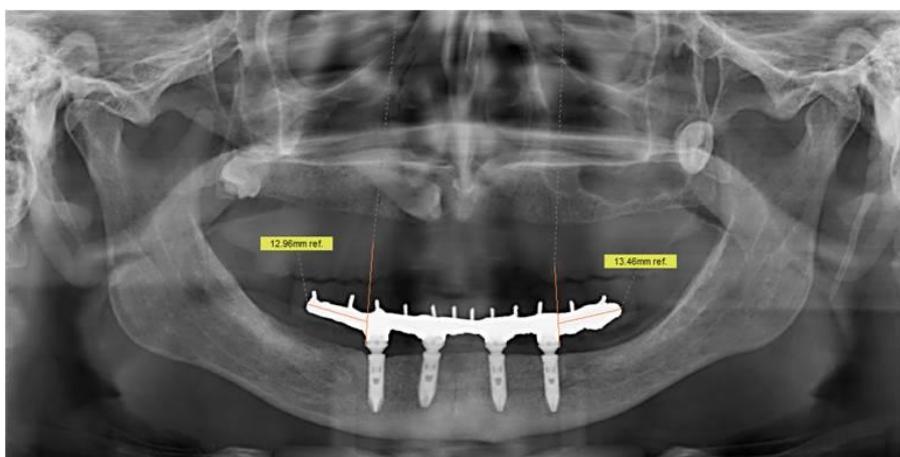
Radiografia panorâmica e comprimento dos *cantilevers*.
